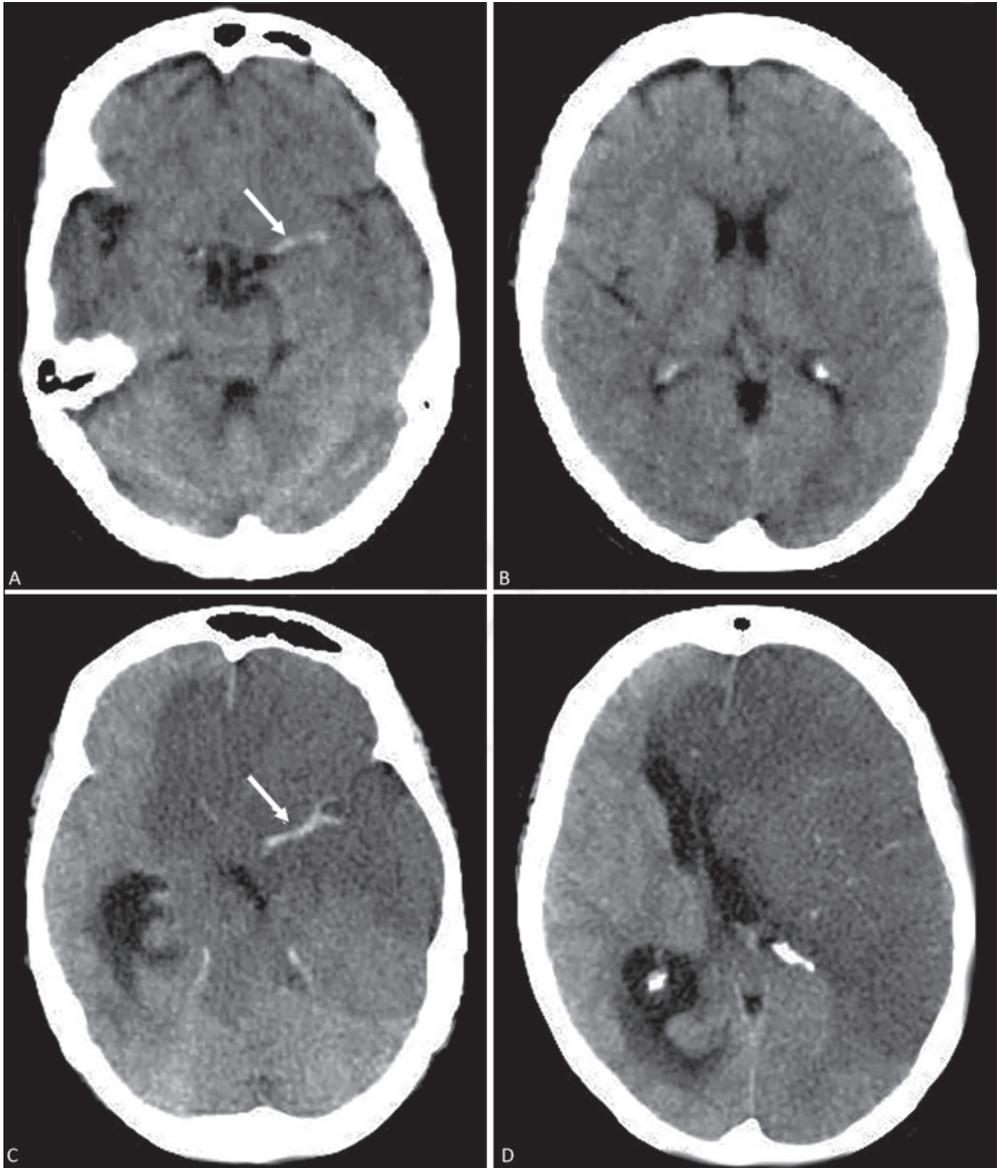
Infarto maligno de la arteria cerebral media. A-B: TAC inicial; C-D: TAC a las 72 h. Flecha: trombo en la cerebral media.
